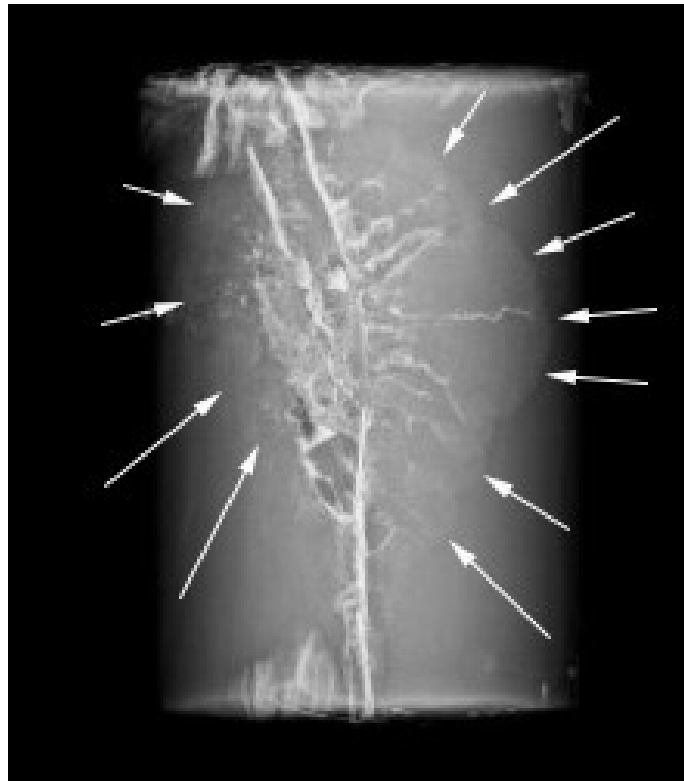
Рентгенографія желатинового блоку після пострілу кулею калібру 7,62 мм та попереднього контрастування «ранового каналу» (стрілками вказана зона бокового ушкодження балістичного снаряду)
